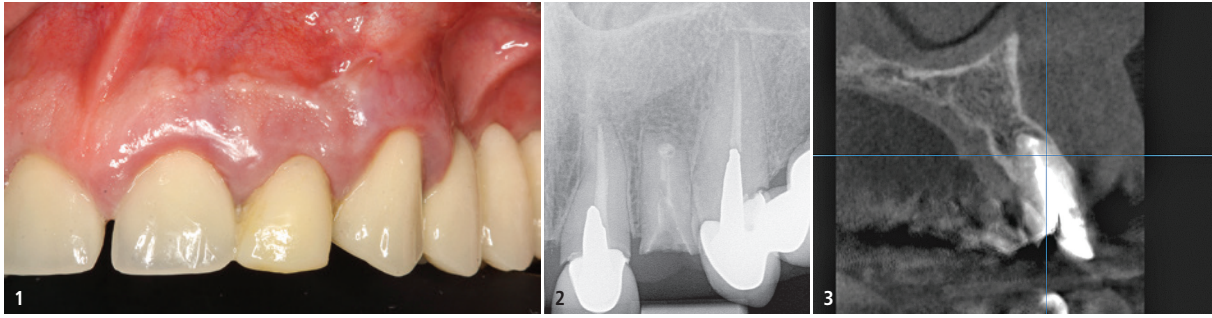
Ausgangssituation: Reponierte Krone 22. – Abb. 2: Alio loco gefertigte Stiftaufbauten 21, 22, 23 und Wurzelrest Zahn 22. – Abb. 3: Volumetomografie des betroffenen Bereichs.
